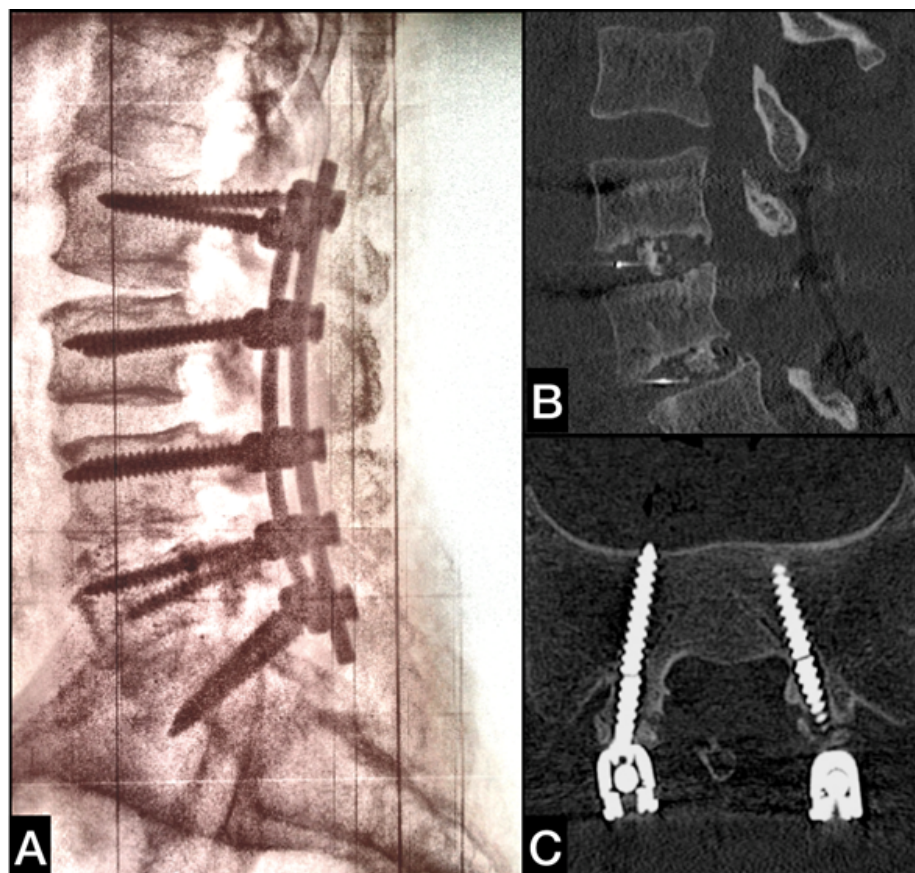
Боковая спондилография (А), КТ в сагиттальной (В) и аксиальной (С) проекциях у пациента 59 лет через 16 месяцев после межтелового спондилодеза $L_{IV}-L_V$ и L_V-S_I , транспедикулярной фиксации $L_{II}-S_I$. Псевдоартроз в сегменте L_V-S_I с переломом винтов на дистальном конце конструкции. В сегменте $L_{IV}-L_V$ – отсутствие межтелового блока на фоне стабильной фиксации
